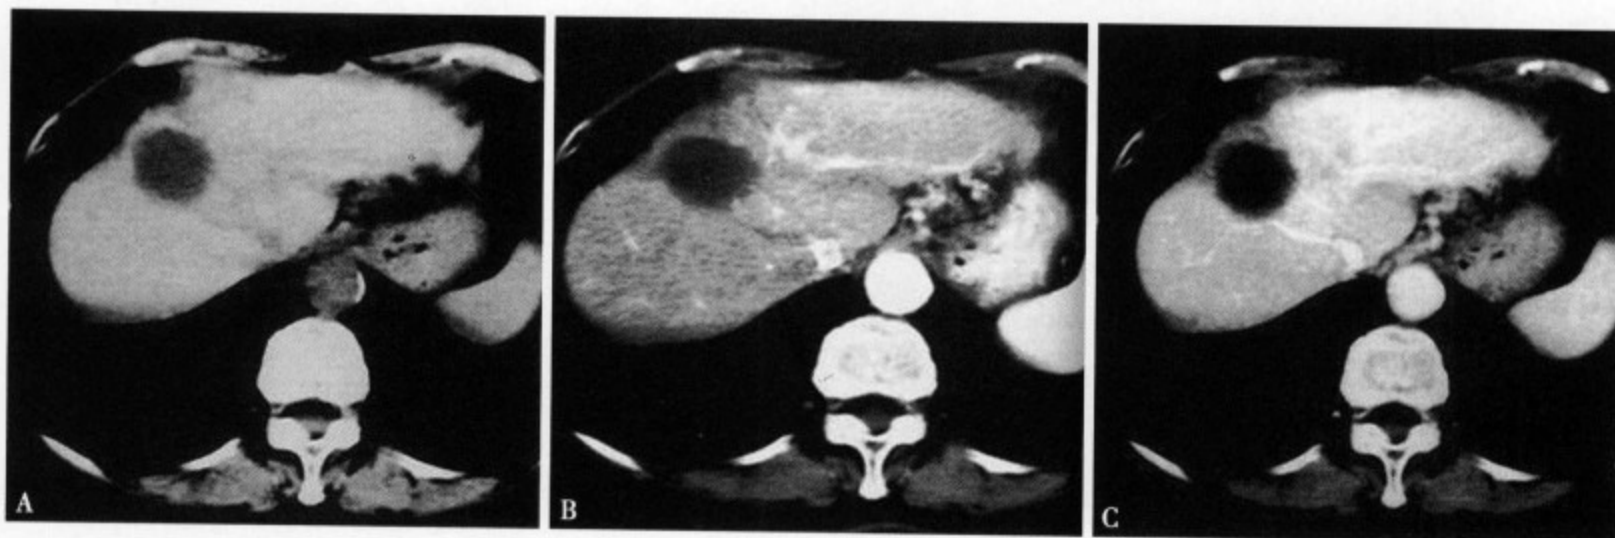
CT 平扫 (A) 肝右叶前段显示一圆形低密度灶，直径约 3.5cm，边缘不太光整、清楚，腔内 CT 值约 27Hu；增强 CT 动脉期 (B) 病边缘及内部无强化，但病灶边缘平扫清楚；平衡期 (C) 病灶边缘及内部仍无强化，但未显示明显的壁
